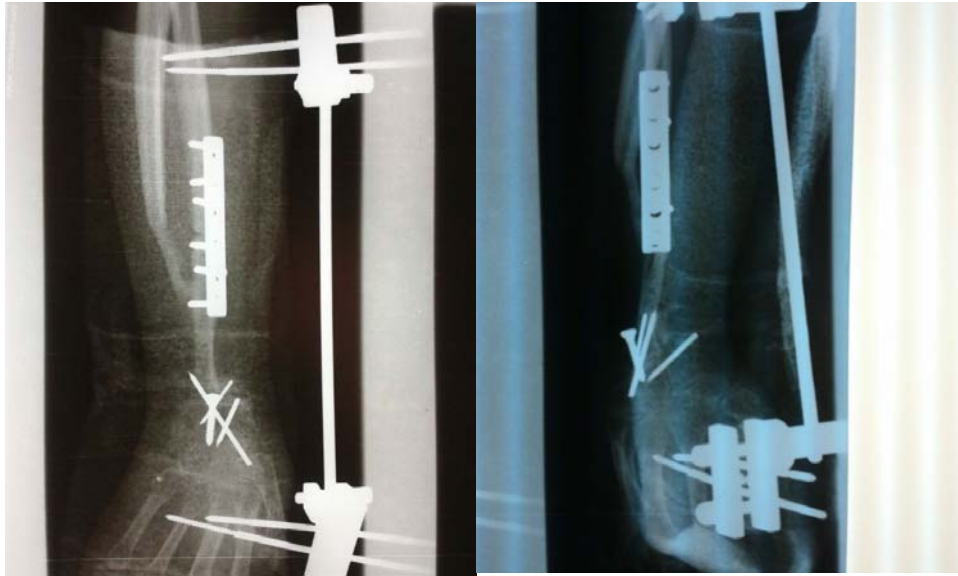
Radiographie de contrôle après résection en bloc d'une TCG de l'EIR avec transposition de l'ulna et arthrodèse du poignet
